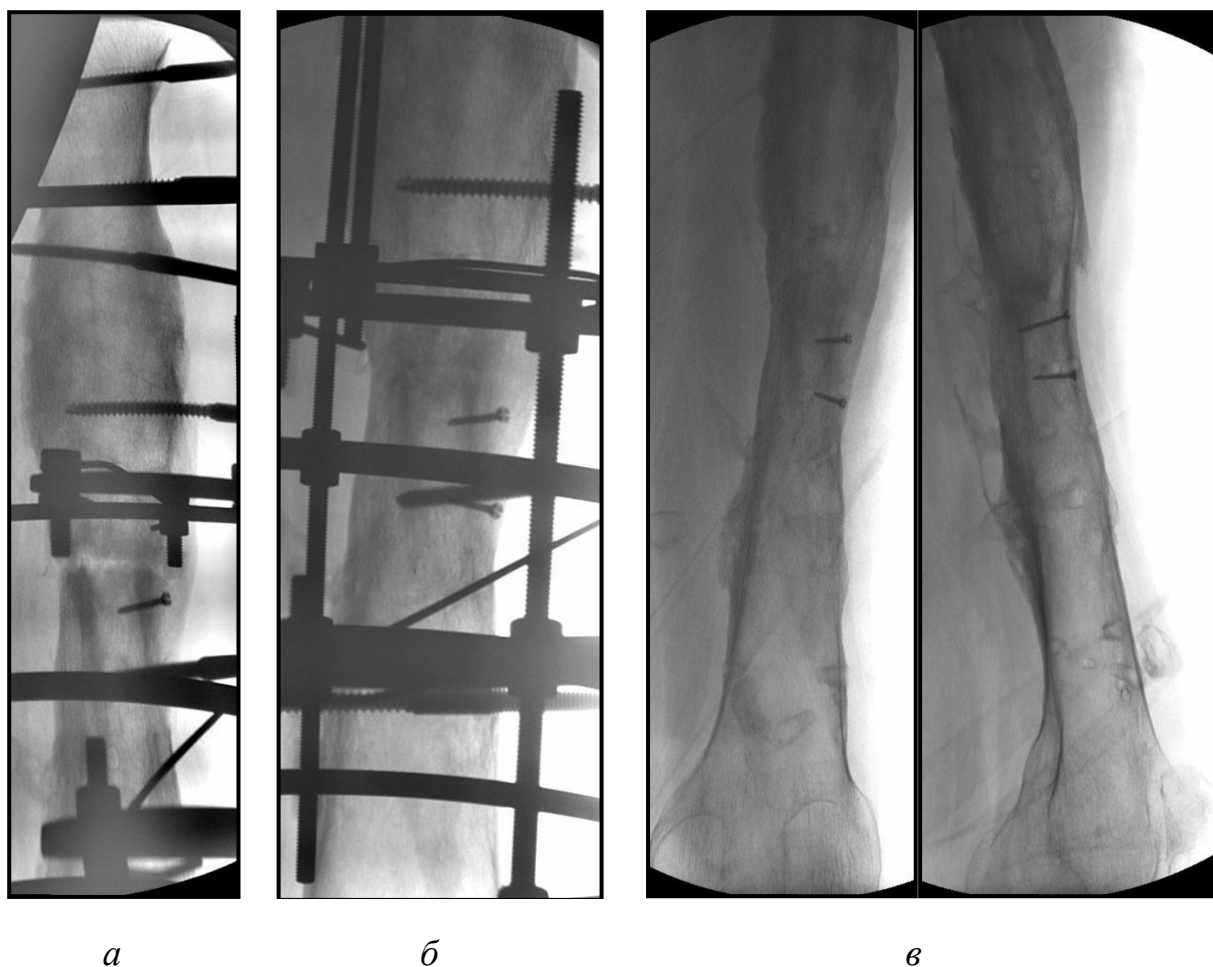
Рентгенограммы левой бедренной кости того же больного.
